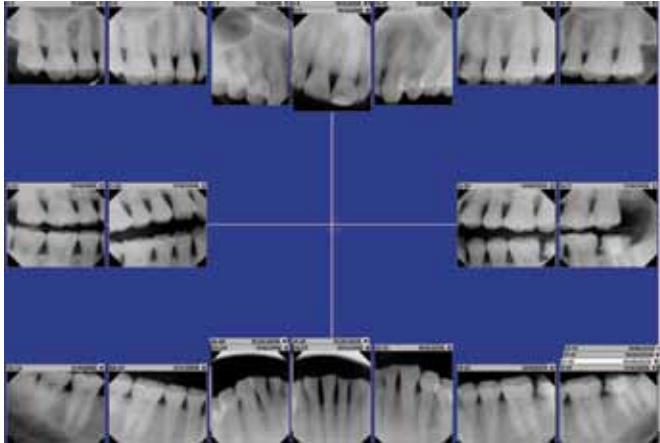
Долечебные рентгенограммы
